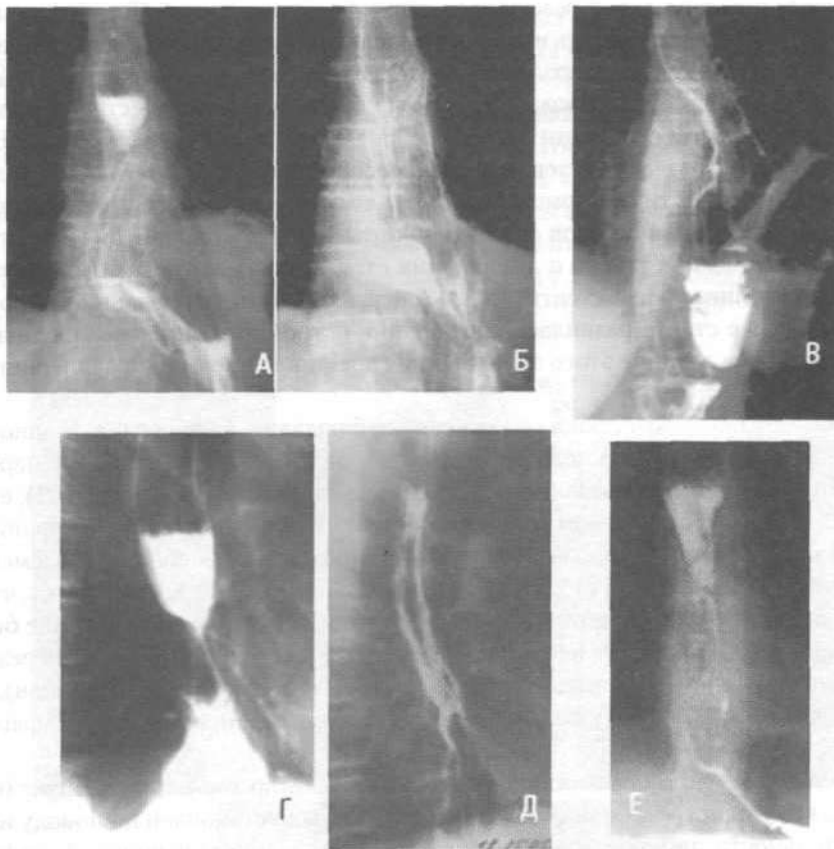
Стентирование послеоперационных рубцовых стенозов и неопухолевых стенозов пищевода (рентгенограммы): А и Б — рубцовый стеноз пищеводно-желудочного анастомоза (до и после установки стента); В — то же, другой пациент (после установки стента); Г и Д — то же, другой пациент (до и после установки стента); Е — стент, установленный по поводу рубцово-язвенного рефлюкс-эзофагита (замурован в разрастаниях соединительной ткани).
